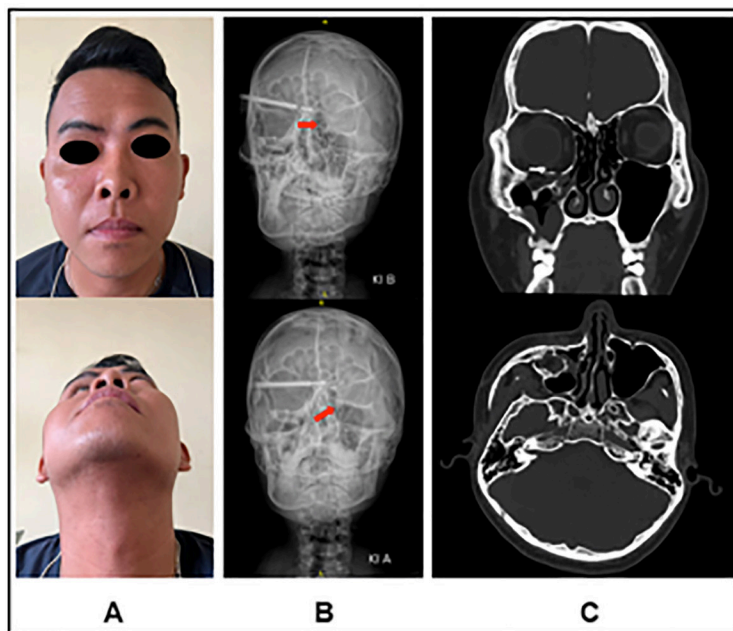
(A) Clinical pictures showed facial asymmetry and malar flattening (B) Fistulography with obstruction of the sinistra lacrimal sac (red arrow), (C) Non-contrast CT scan with an old fracture on the superior and inferior walls of the orbita, zygoma arch, nasal os, septal deviation, and lateral wall of the maxilla.
